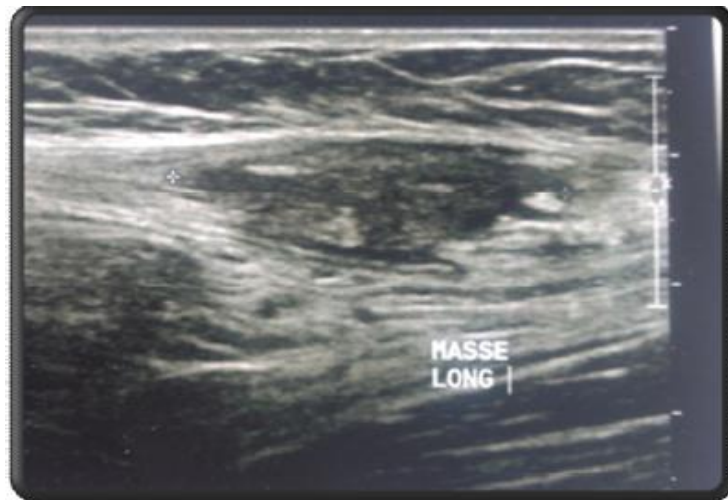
lésion tissulaire enchâssée au niveau du muscle grand droit gauche à l'échographie[5].
